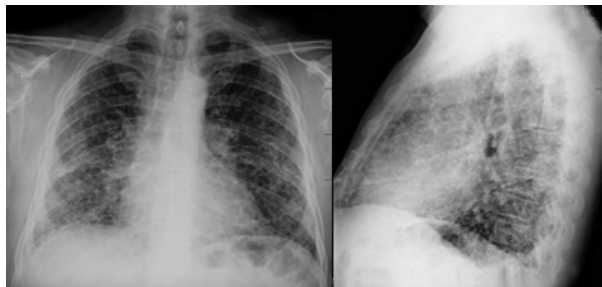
Radiografía de control, noviembre de 2010
